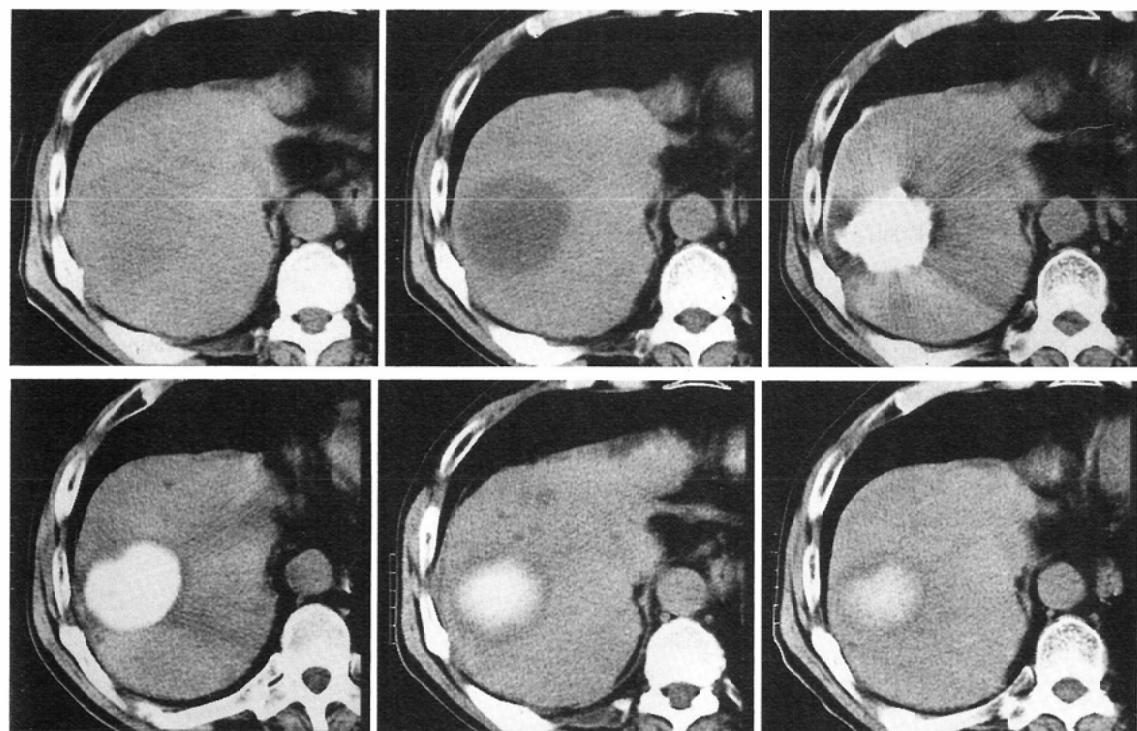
Sequential observation on X-ray CT
